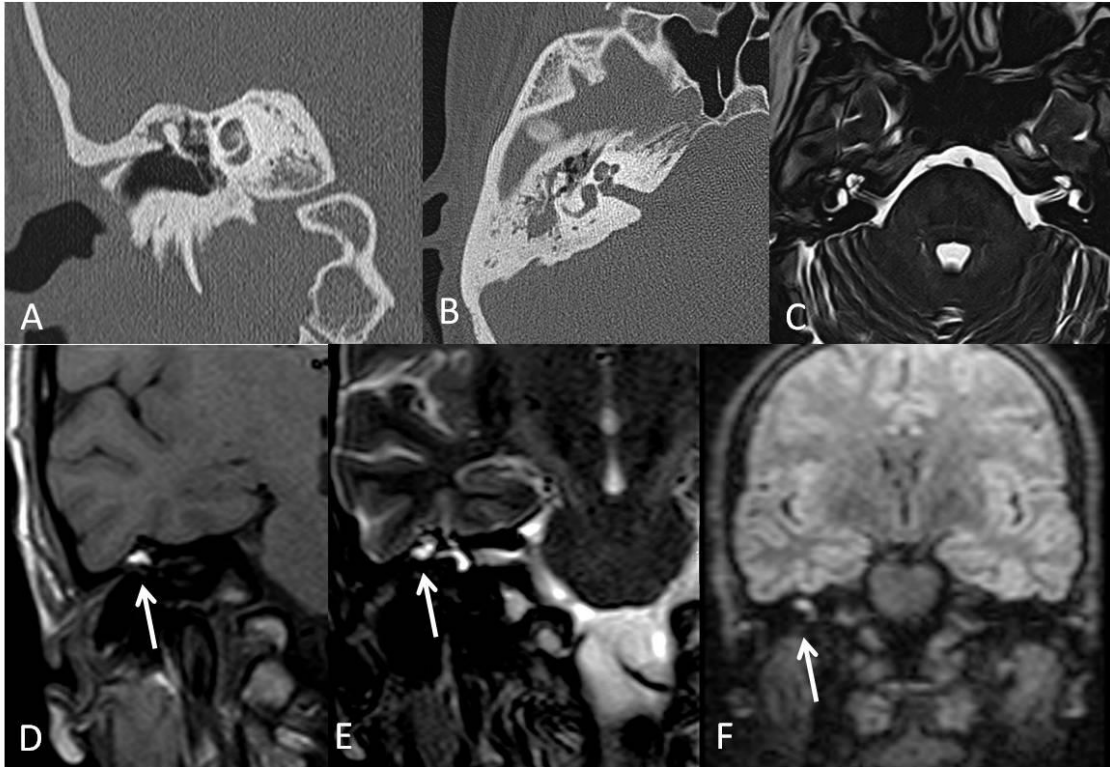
Granuloma de colesterol. (A y B) TC con ocupación indistinguible de colesteatoma. (C, D, E y F) Lesión con comportamiento en señal indistinguible del colesteatoma en todas las secuencias de pulso, a excepción de la hiperseñal en T1 (D), característico de granuloma de colesterol (flecha).
